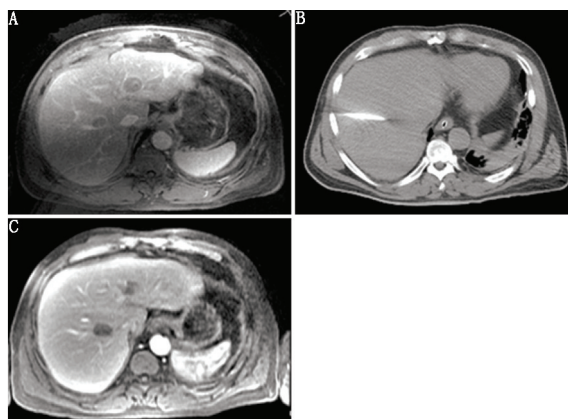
肝细胞肝癌(HCC)患者(男,63 岁)经动脉栓塞和经皮微波消融(MWA)栓塞图。A. 肝 MRI 示 4A 段 2.5 cm $\times$ 2.1 cm 病变轻度强化,表现为 T<sub>2</sub> 快进快出,肝右静脉前方 8 段 2.2 cm $\times$ 1.4 cm 病变也表现为快进快出,两者均提示 HCC。使用 2 ml 40~120  $\mu$ m EMBO 微球(也可使用乙醇)将第 2/3 段和第 4 段肝动脉(确定为 4 段肿瘤分支供血)栓塞至淤滞;B. 8 段肿瘤未通过血管造影确定,但超声检查可见,采用 MWA 治疗;C. 3 个月 MRI 随访示,在肝 4 段有 1.9 cm $\times$ 1.3 cm 稳定栓塞后(和乙醇消融后)瘢痕,在肝 7/8 段有 2.6 cm $\times$ 1.7 cm 稳定 MWA 瘢痕
